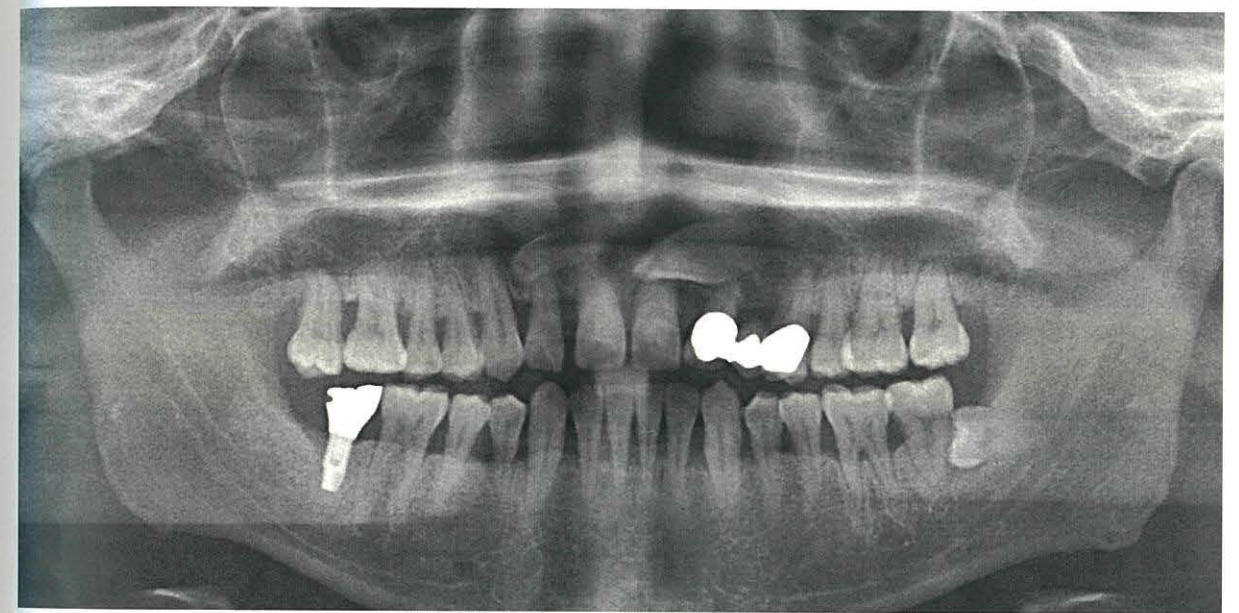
초진 시의 panorama 방사선 사진
